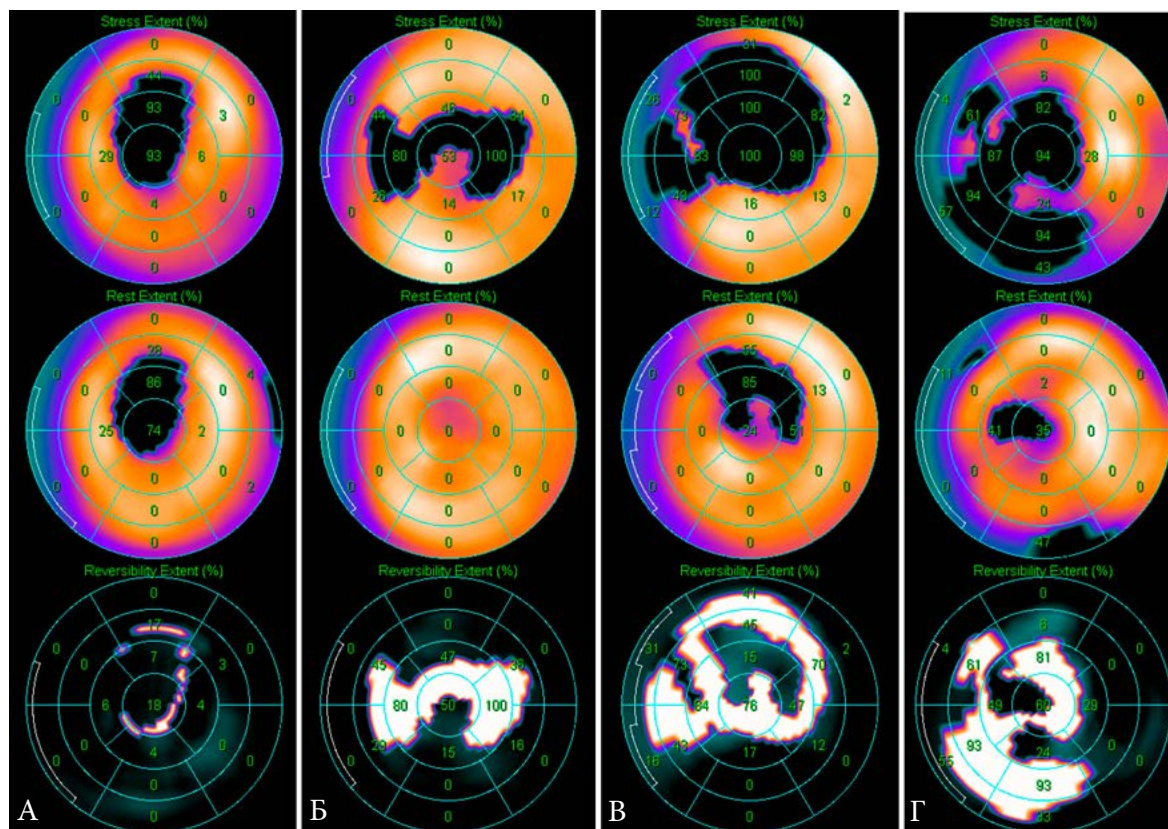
Некоторые наиболее распространенные результаты перфузионной ОЭКТ миокарда у пациентов с ИБС в кардиологической практике.
